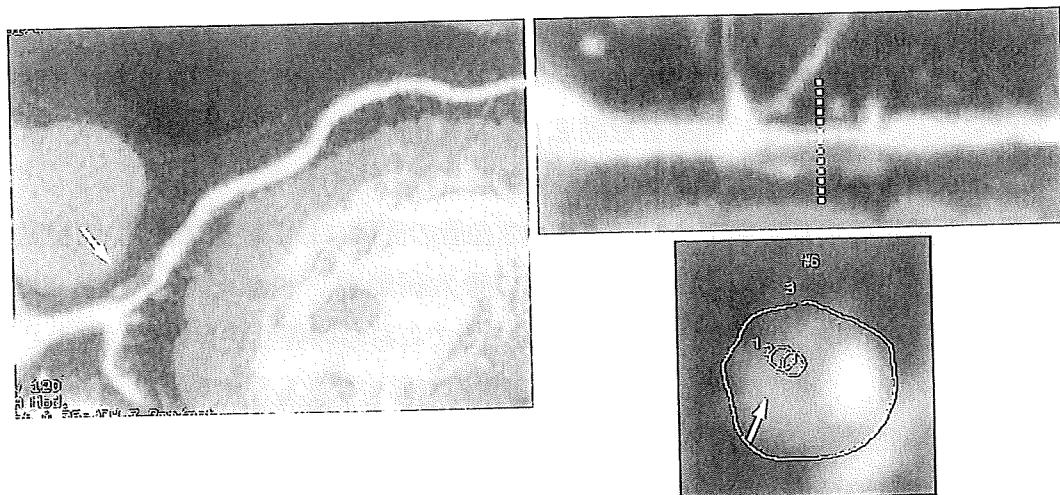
冠動脈 CT におけるplaques画像
